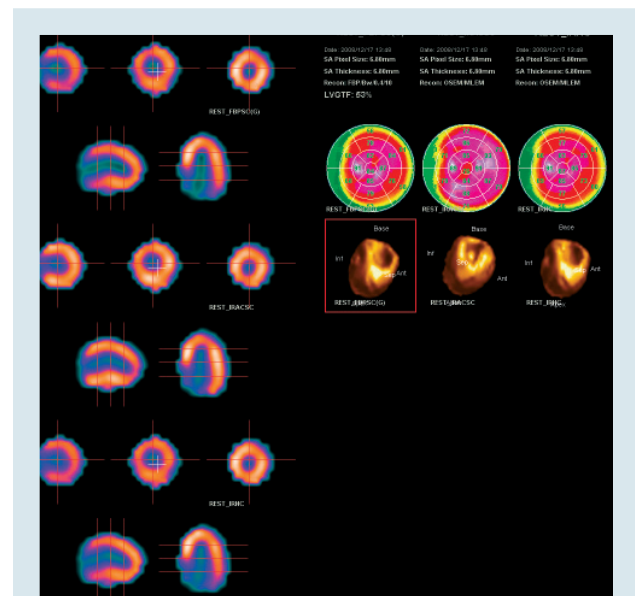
Перфузионная сцинтиграфия миокарда с использованием ^{99m}Tc -MIBI в режимах однофотонной эмиссионной компьютерной томографии/компьютерной томографии после абляции
